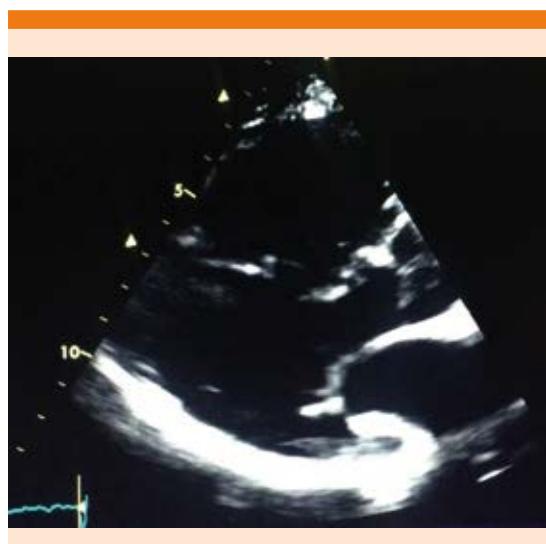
Ecocardiograma transtorácico. Eje largo paraesternal en el que se evidencia dilatación del ventrículo derecho (VD).
